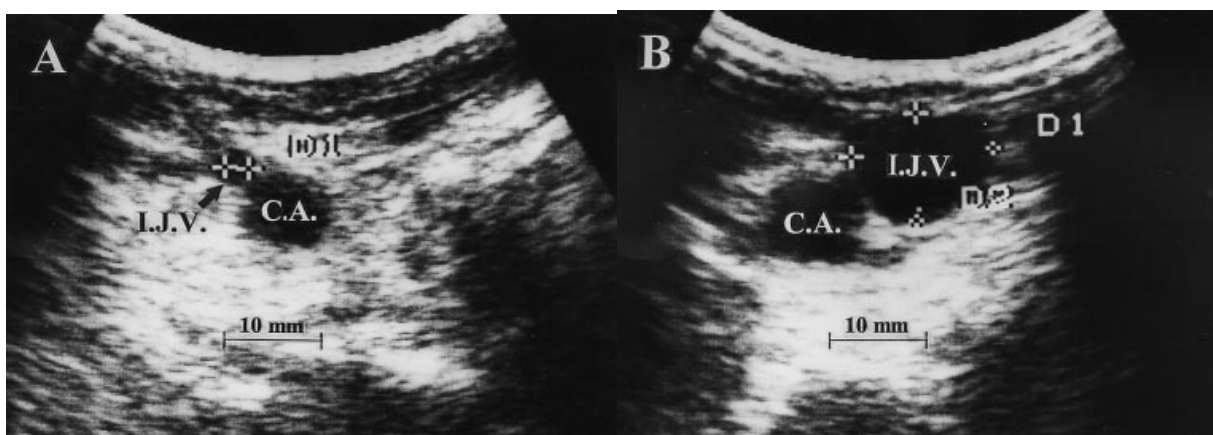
Images d'écho-Doppler montrant les variantes anatomiques de la VJI
